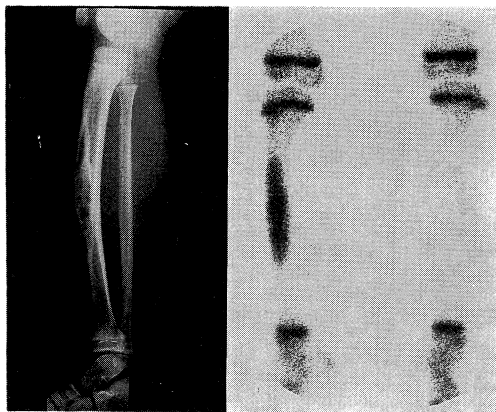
The roentgenogram showed cystic lesion in the tibia. Bone scintigraphy showed markedly increased uptake in the tibia.
